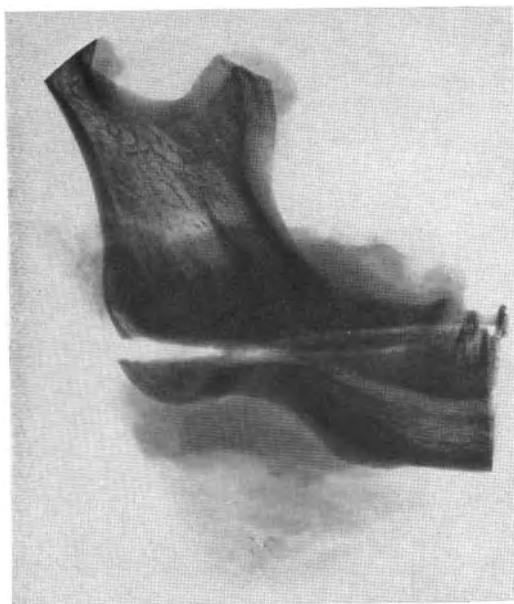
Röntgenbild des Exartikulationspräparates zu Abb. 26.
